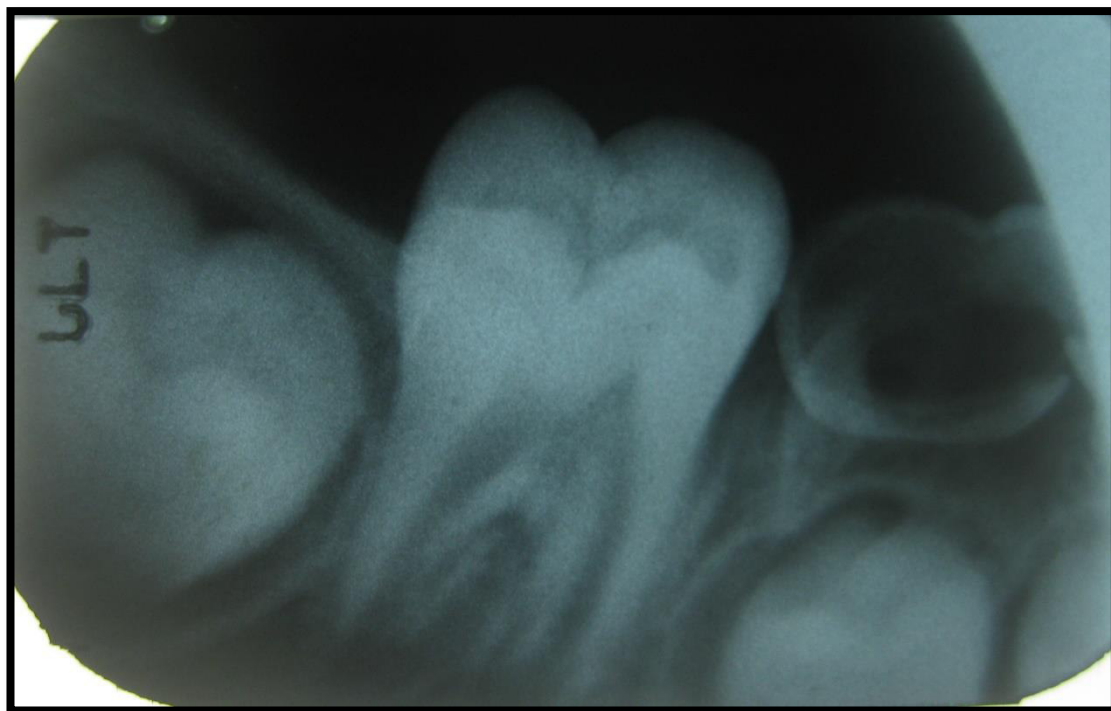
Radiografía Periapical Piezas 85 Y 84.
